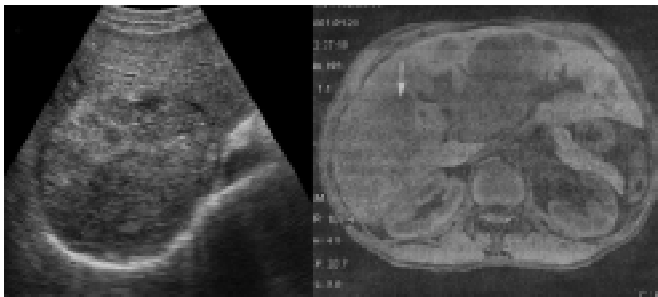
При УЗД і КТ гепатоцелюлярний рак печінки візуалізується як утвір круглясто-овальної форми, неоднорідної структури, з гіпоехогенною облямівкою
